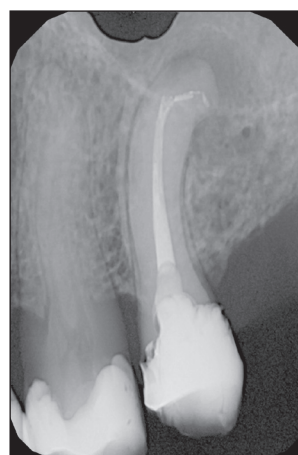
Control X-ray of tooth 25, taken one year after the end of treatment.
